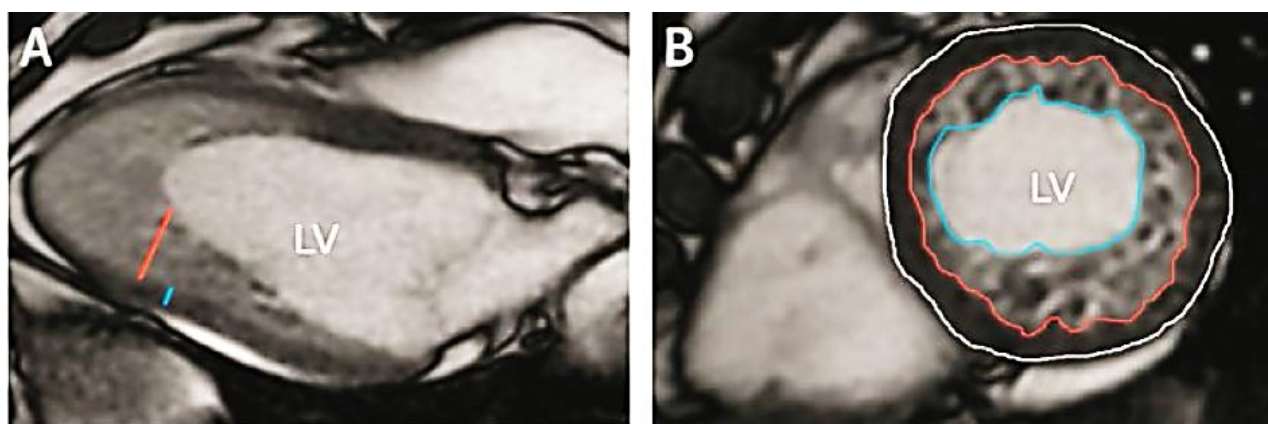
МРТ сердца пациента 23 лет с НКМ ЛЖ.
